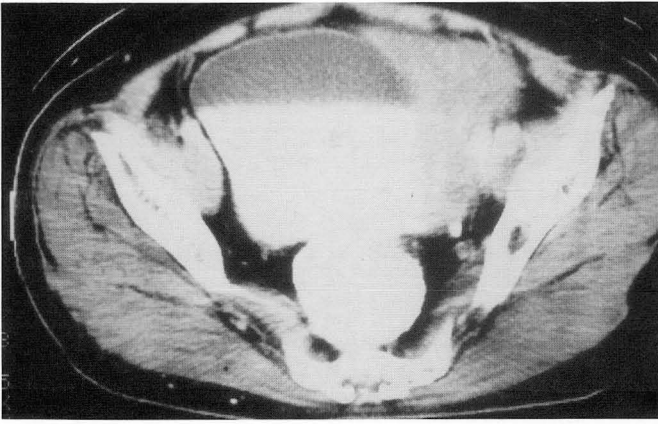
Enhanced axial CT scan shows a large enhancing mass abutting the urinary bladder(A), and extending to the peritoneal cavity(B).
